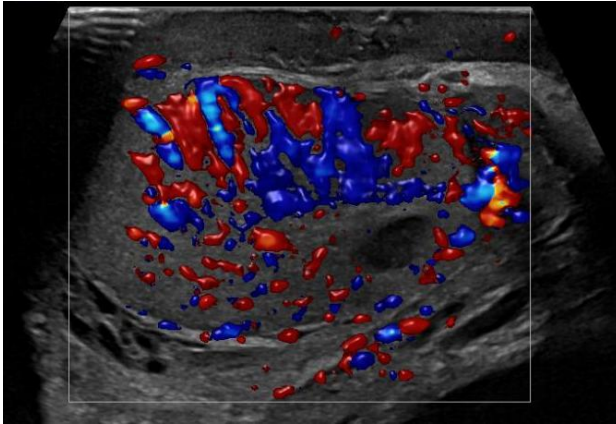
Incremento de la vascularización Doppler en toda la extensión del epidídimo - epididimitis.
